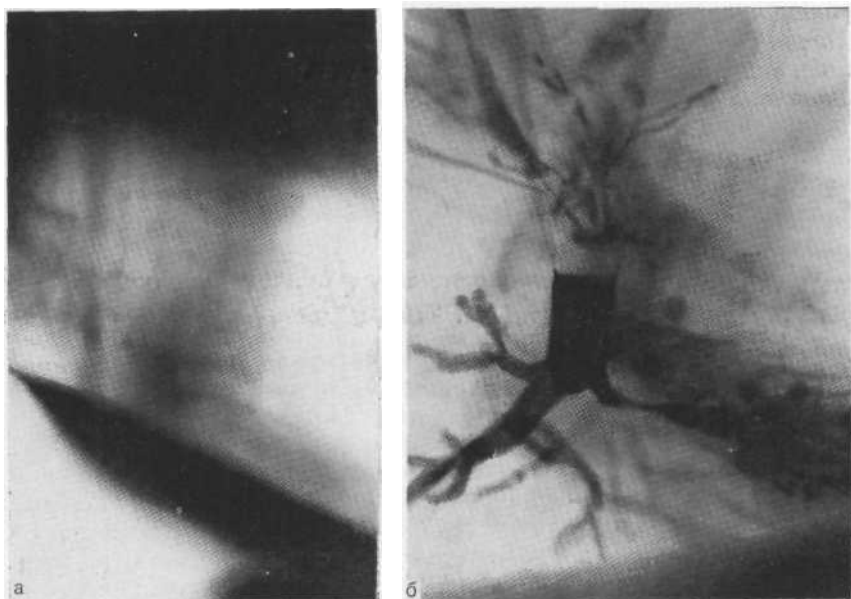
Томограмма в боковой проекции (а): лентовидная тень в проекции средней доли. На боковой бронхограмме (в) видно, что контрастированные бронхи средней доли не имеют отношения к патологической тени.
